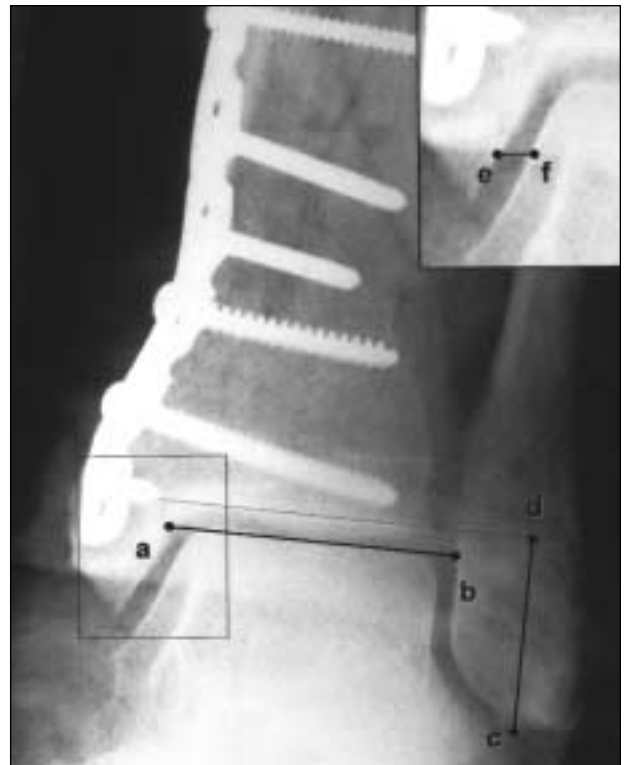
Radiografía posquirúrgica de frente del tobillo en rotación interna. Puntos de referencia para la determinación del ensanchamiento de la mortaja (distancia a-b), la altura del peroné (distancia c-d) y la luxación del astrágalo (distancia e-f).
